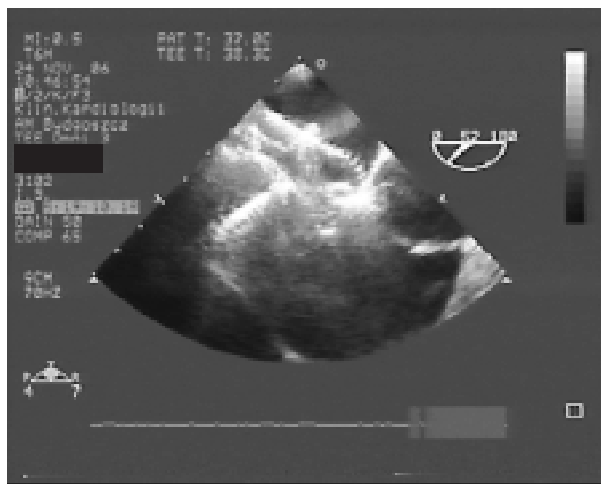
Badanie echokardiograficzne przezprzełykowe. Projekcja przezprzełykowa środkowa. Płaszczyzna badania poprzeczna (0°). Widoczny zestaw Amplatzer Septal Occluder w przedsionku prawym
